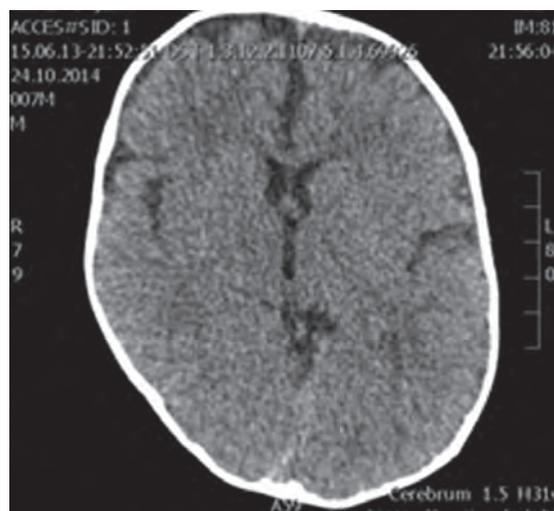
КТ головного мозга пациента X.
